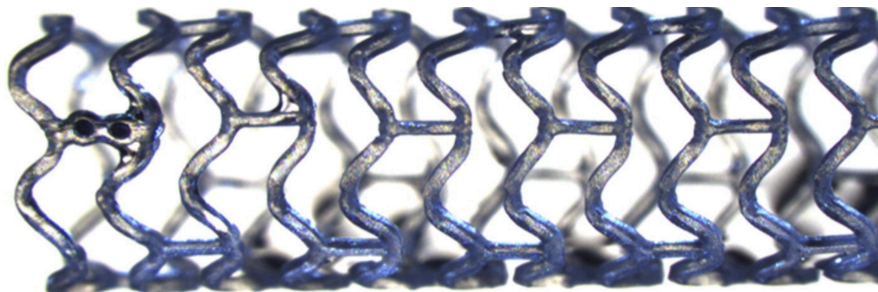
Radiographische Darstellung Xience-Stent
